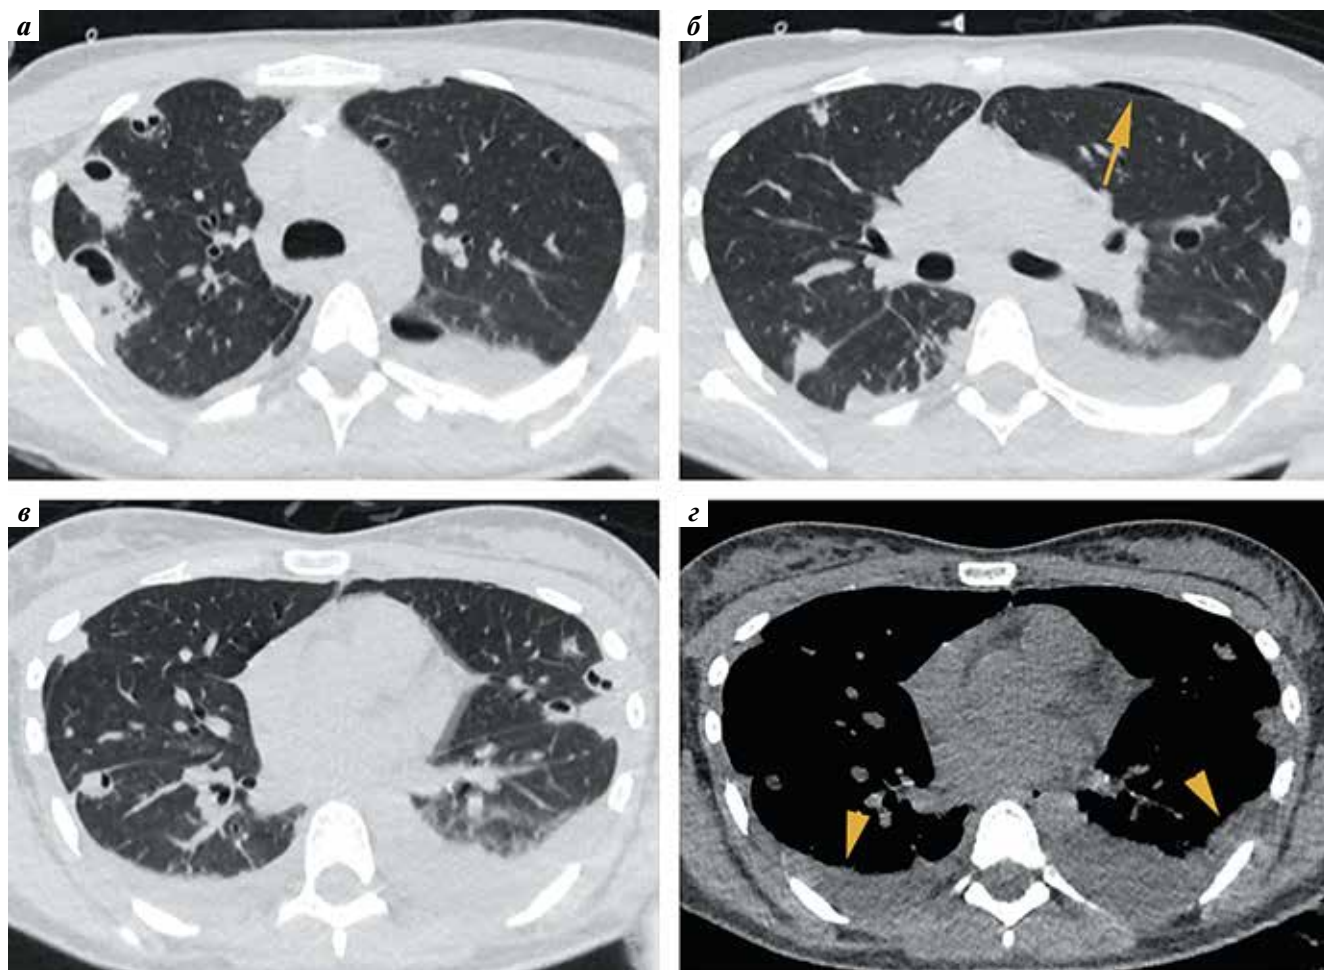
Компьютерные томограммы грудной клетки в аксиальной плоскости в легочном (а–в) и мягкотканом (г) электронных окнах: септическая эмболия легких; в обоих легких множественные инфильтраты с распадами и тонкостенные полости с преимущественно субплевральным расположением; в плевральных полостях жидкость (головки стрелок), а также минимальный пневмоторакс слева (показан стрелкой)
